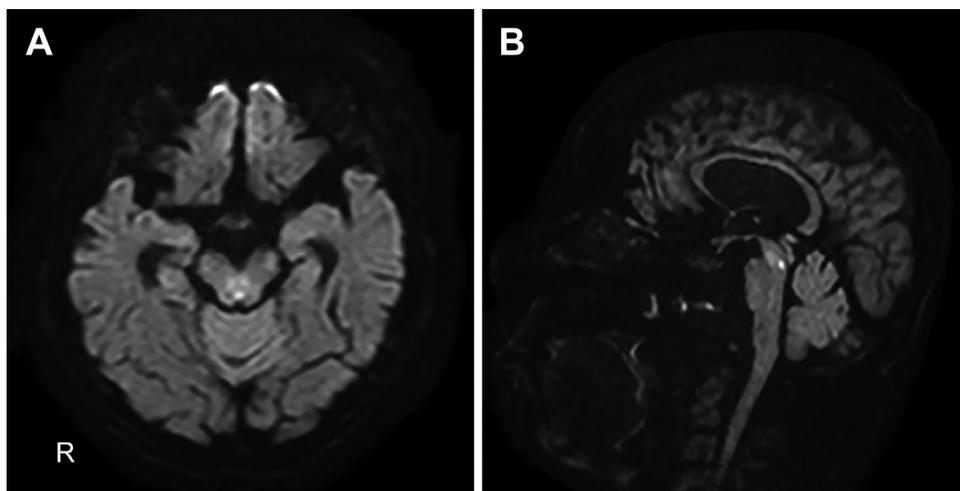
Brain MRI diffusion-weighted image on the second day after onset. A small abnormal signal is evident in the dorsal part of the lower midbrain. The lesion is markedly hyperintense. The mildly hyperintense areas in the ventral part of the lower midbrain are artifacts. A: Diffusion-weighted image (Axial, 1.5 T; TR 3,172.0 ms, TE 92.3 ms), B: Diffusion-weighted image (Sagittal, 1.5 T; TR 2,990.3 ms, TE 93.5 ms).
